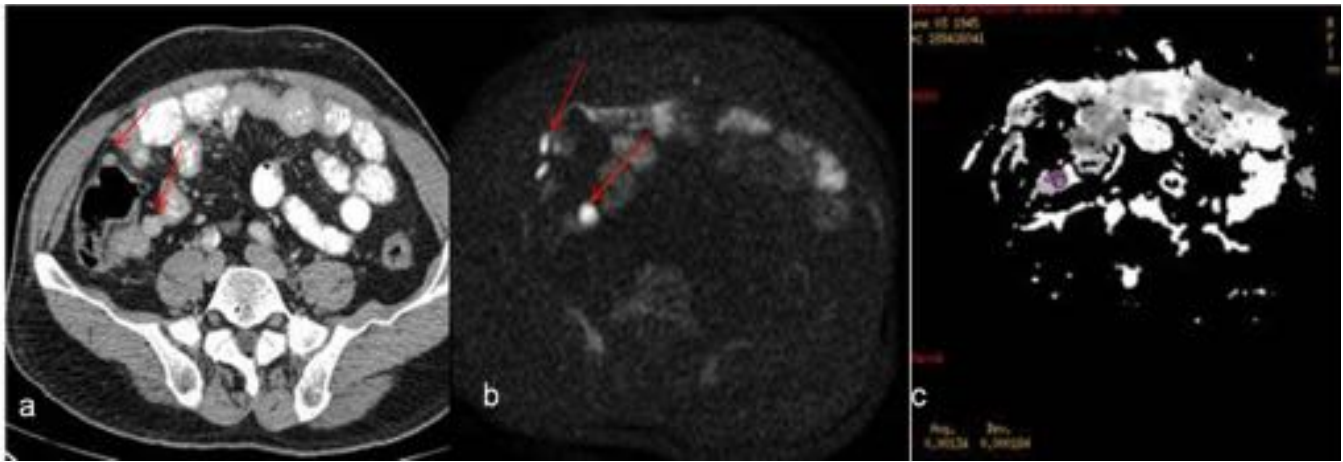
Implante peritoneal en paciente intervenido de GIST gástrico que en control de rutina se detectan implantes suhepáticos y se realizó RM para confirmar los implantes ya vistos en TC (a) y descartar en otras localizaciones realizando estudio de DWI de cuerpo entero. Se detecto con claridad este pequeño implante peritoneal en la secuencia de DWI-EPI (b) y se confirmó con un bajo valor de ADC (0.0013) (c).
